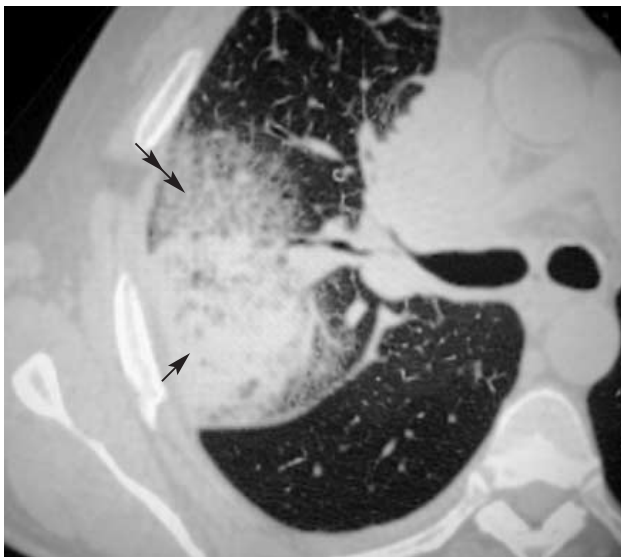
Фрагмент компьютерной томограммы высокого разрешения правого легкого на уровне правого главного бронха у пациента с бронхиоло-альвеолярным раком. Обширная зона понижения прозрачности легочной ткани по типу консолидации (стрелка) и матового стекла (двойная стрелка).
